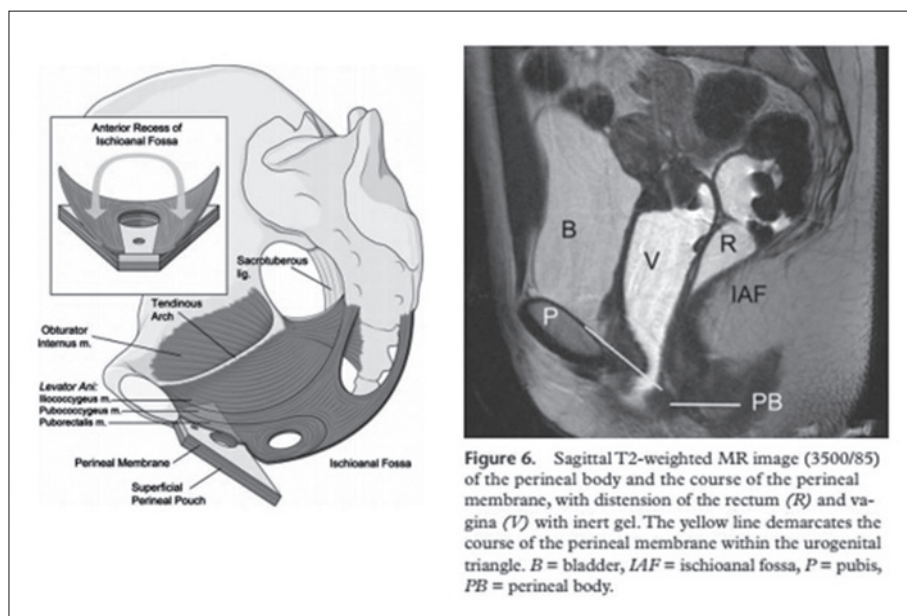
Sagittal T2-weighted MR image (3500/85) of the perineal body and the course of the perineal membrane, with distension of the rectum (R) and vagina (V) with inert gel. The yellow line demarcates the course of the perineal membrane within the urogenital triangle. B = bladder, IAF = ischioanal fossa, P = pubis, PB = perineal body.
